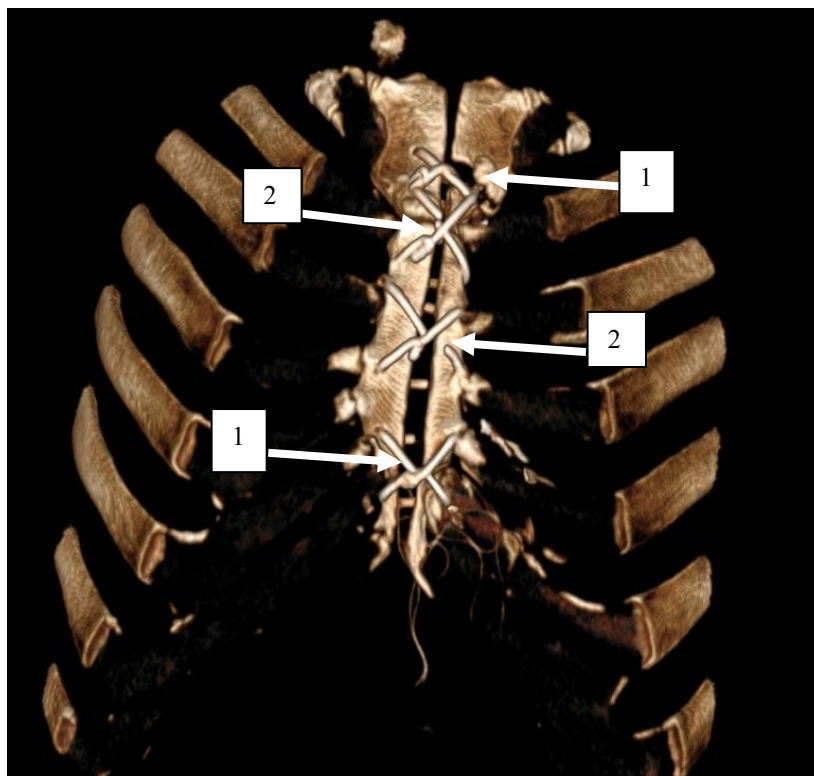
СКТ ОГК больного П. 3D-реконструкция: 1 - фрагментация грудины лигатурами; 2 – разрыв лигатур
